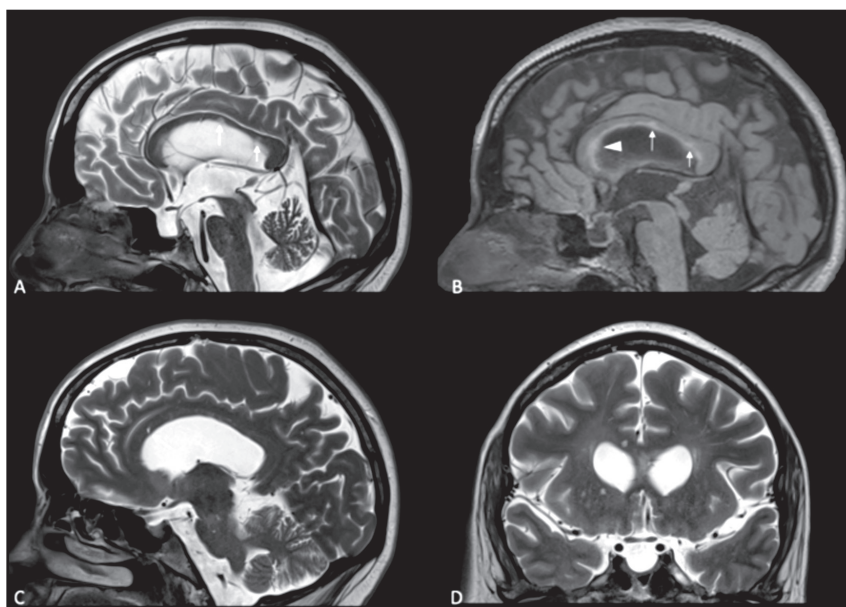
T2-SE y FLAIR sagital en línea media (A y B). Pequeñas lesiones hiperintensas del cuerpo calloso (flecha). Incremento de señal de la interfase callososeptal (punta de flecha). T2-SE parasagital derecho y coronal (C y D) con pequeña lesión hiperintensa de predominio central del cuerpo calloso (flechas).
